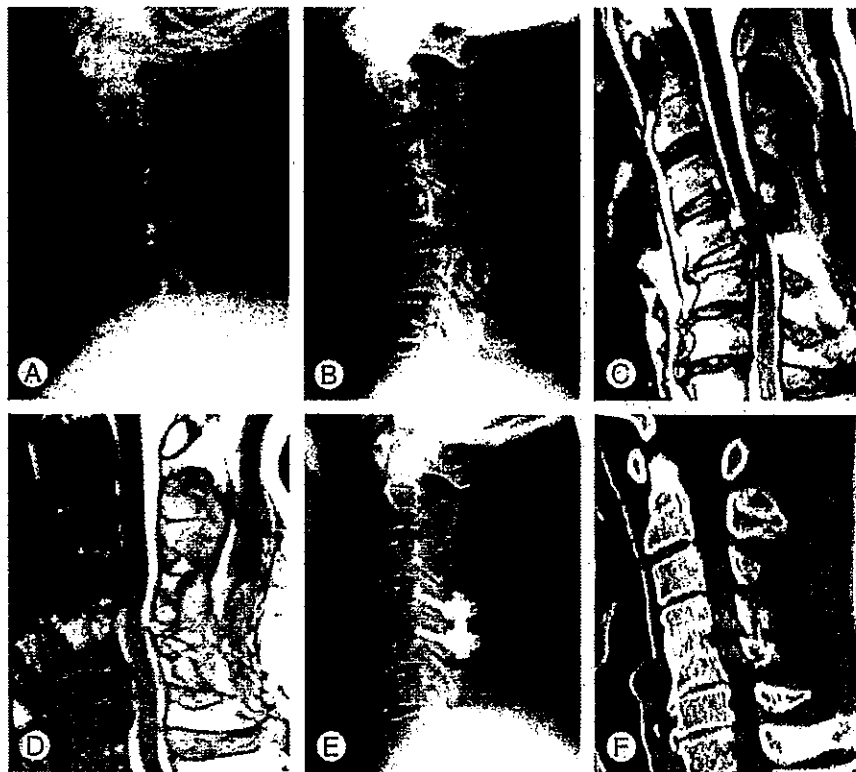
(A) Lateral X-ray obtained immediately after the injury (supine position). The distractive flexion (DF) injury was not clear. (B) Lateral X-ray obtained after three weeks (sitting position). C4/5 subluxation due to the DF injury has been cleared. The patient's neck pain persisted and left C5 palsy subsequently developed. (C) Magnetic resonance imaging (MRI): T2 sagittal image. The C4/5 disc migrated to the spinal canal. (D) MRI: T2 sagittal image. Disc herniation was removed with sufficient spinal cord decompression. (E) Lateral X-ray obtained after surgical treatment with the anterior-posterior-anterior method using the lateral mass screw system and anterior iliac bone grafting. Good alignment was obtained. (F) Multi planar reconstruction-computed tomography (one year after surgery). Good bony fusion was obtained at the C4/5 intervertebral body.
